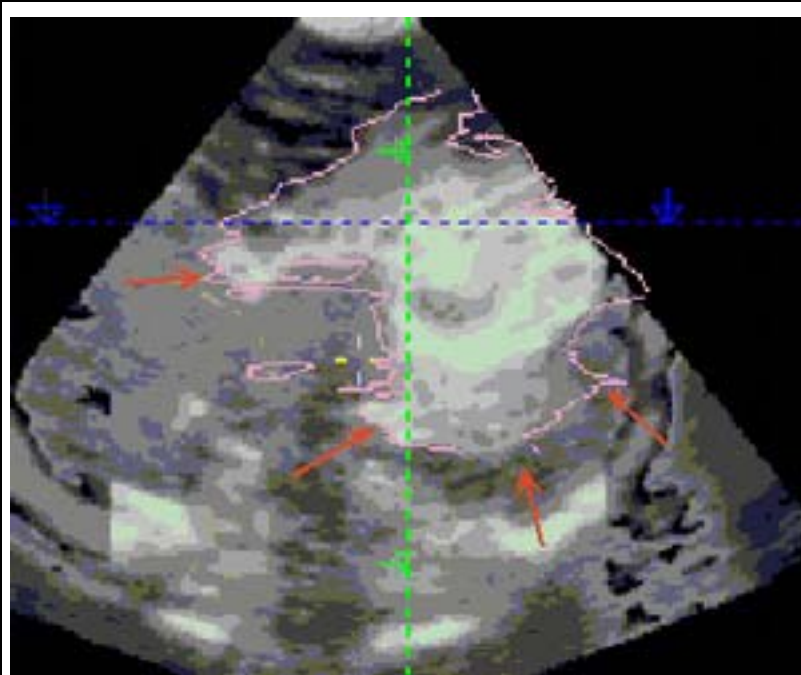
Coronschnittebene des Gehirns zeigt ausgedehnte parenchymatöse Blutungen bei einem 14 Tage alten Neugeborenen mit einem Ductus-abhängigen Vitium (Mitralatresie mit hypoplastischem Aortenbogen) nach Entlassung aus der Geburtsklinik. Das Kind wurde im Schockzustand in die Klinik eingeliefert (art. pH 6.7) und das Schädelsonogramm zeigte den abgebildeten intrakraniellen Befund. Aufgrund der ausgedehnten Blutung konnte das Kind nicht operiert werden und starb an den Folgen seiner Komplikationen.
